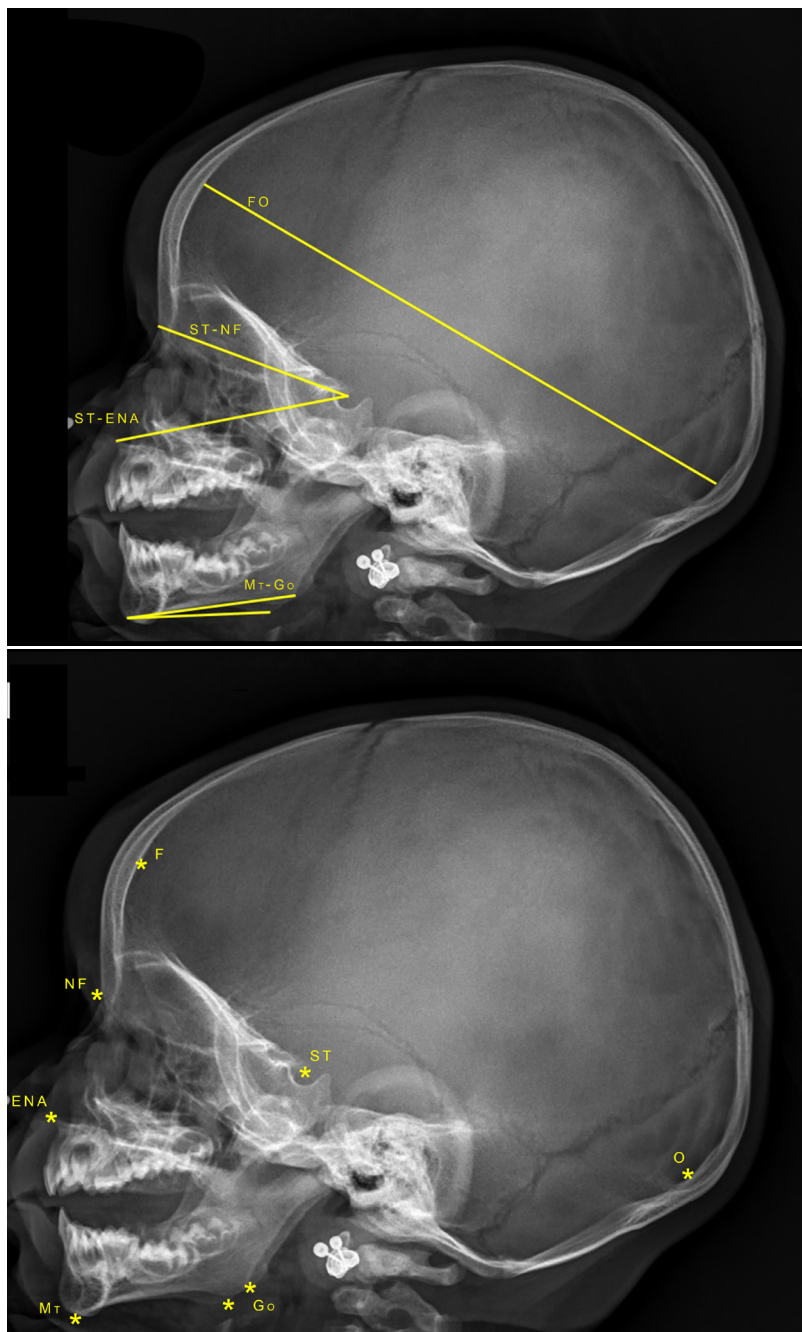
Radiografia de crânio em projeção perfil demonstrando pontos de referência e medidas executadas avaliadores.
